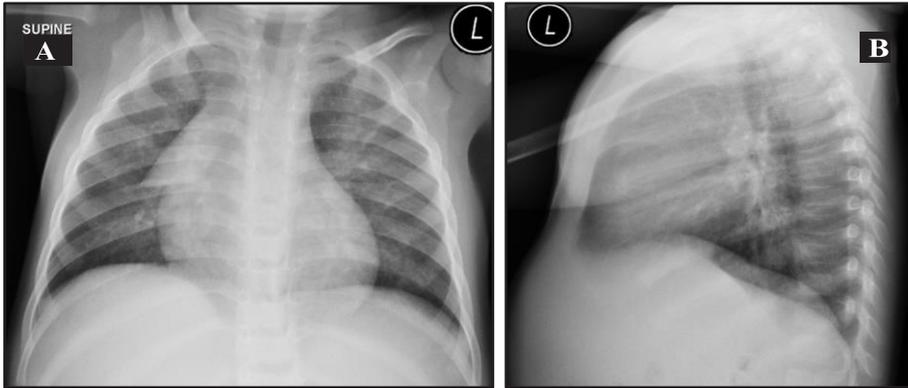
Gambaran radiografi toraks yang khas untuk TBC paru pada anak dengan spesifisitas tinggi untuk TBC paru.
